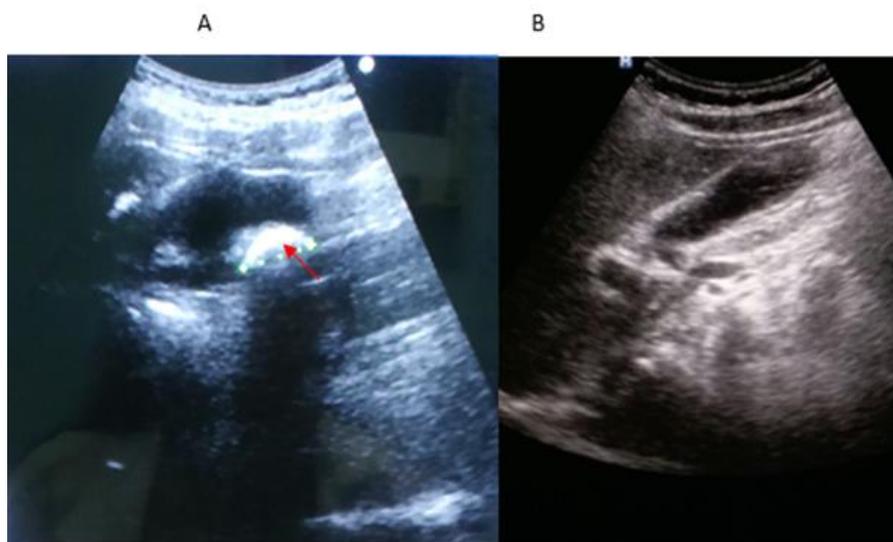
A) Litiasis vesicular de 17 mm en adolescente de 17 años (flecha), B) imagen ultrasonográfica 32 días después de suspendido el tratamiento.
